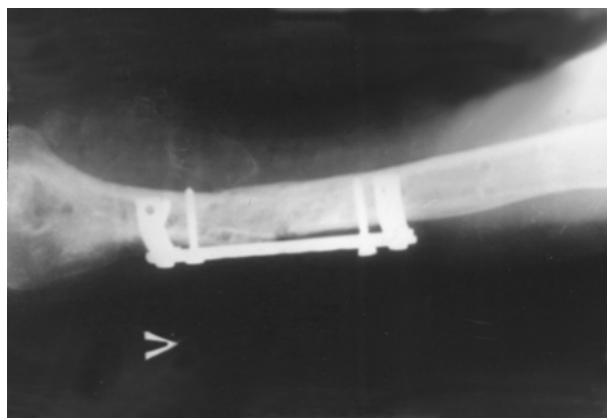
Рентгенограма хворого через 4 міс після остеосинтезу — задовільна консолідація зони перелому плечової кістки
